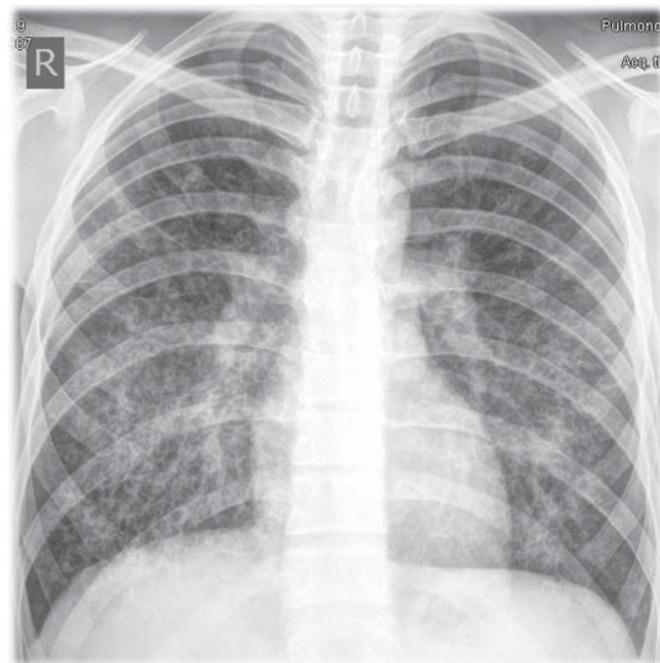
Обзорная рентгенограмма органов грудной полости больного С. Я.
